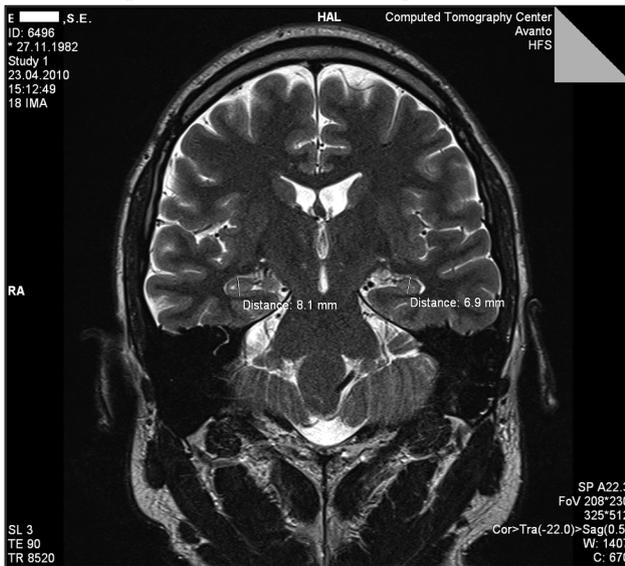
Высокопольная (1.5Т) МРТ 2010 г. Коронарные срезы. Гиппокамп слева имеет меньшие размеры, а височный рог бокового желудочка расширен
